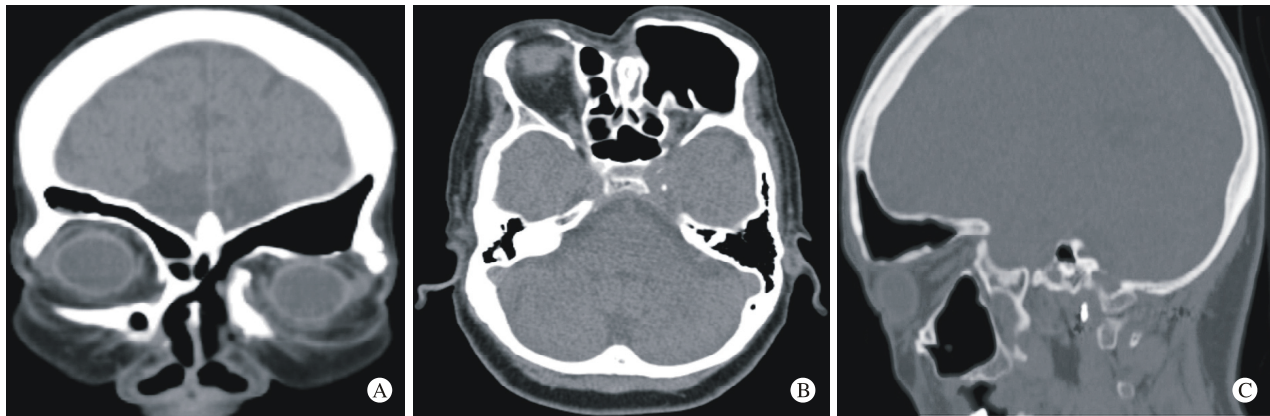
女 64 岁, 术后鼻窦 CT 平扫 囊肿完整切除, 左侧额窦引流通畅, 肿物无复发迹象
